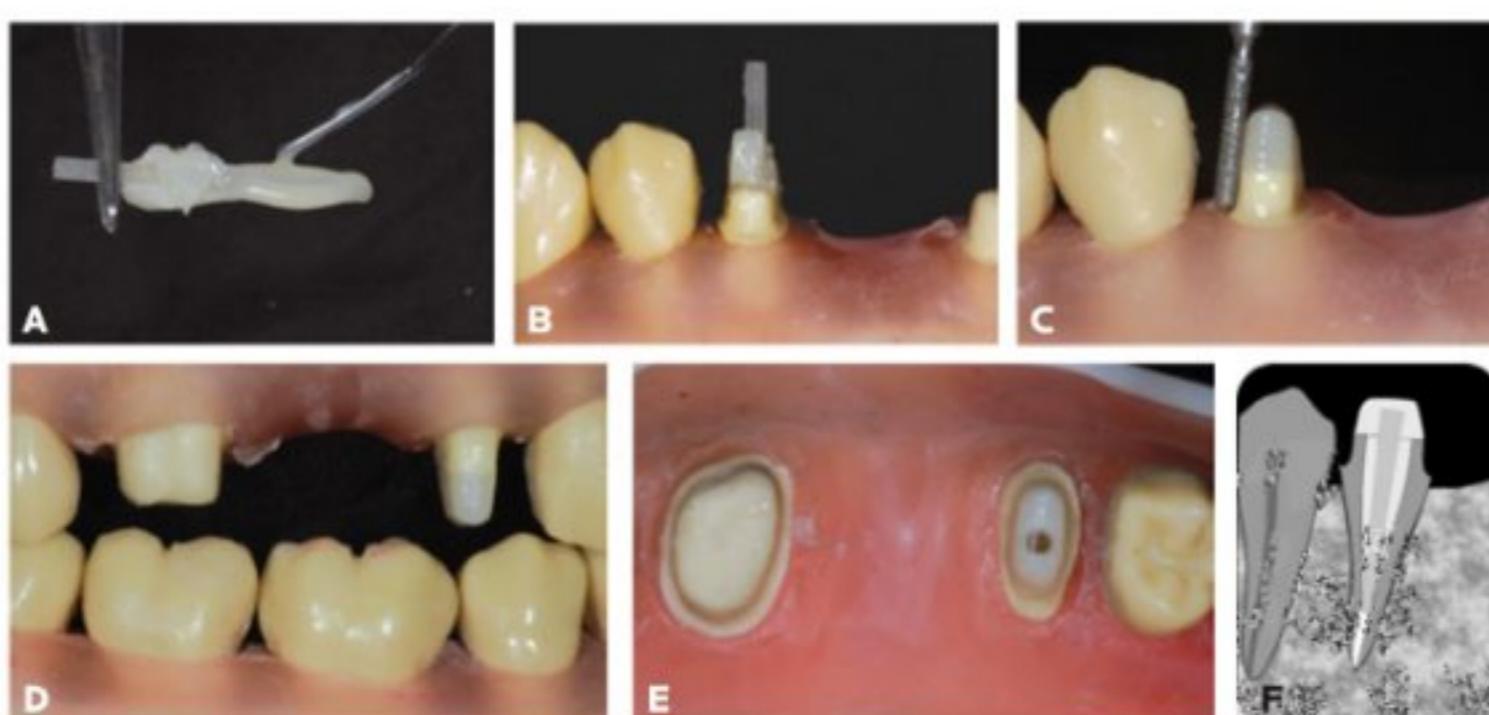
Cimentação. (A) Apresenta o tratamento das paredes do conduto, da câmara pulpar e do remanescente coronal (lavar com água e secar com jatos de ar e cone de papel + adesivo), o cimento é espatulado e aplicado em uma fina camada em toda superfície do pino. (B) O pino deve ser introduzido lentamente no interior do conduto. Em seguida, removem-se os excessos e faz-se a fotoativação. (C-E) Apresenta a complementação da porção coronária com resina composta, fazem-se os desgastes necessários para concluir o preparo coronal. (F) Radiografia do núcleo concluído.
